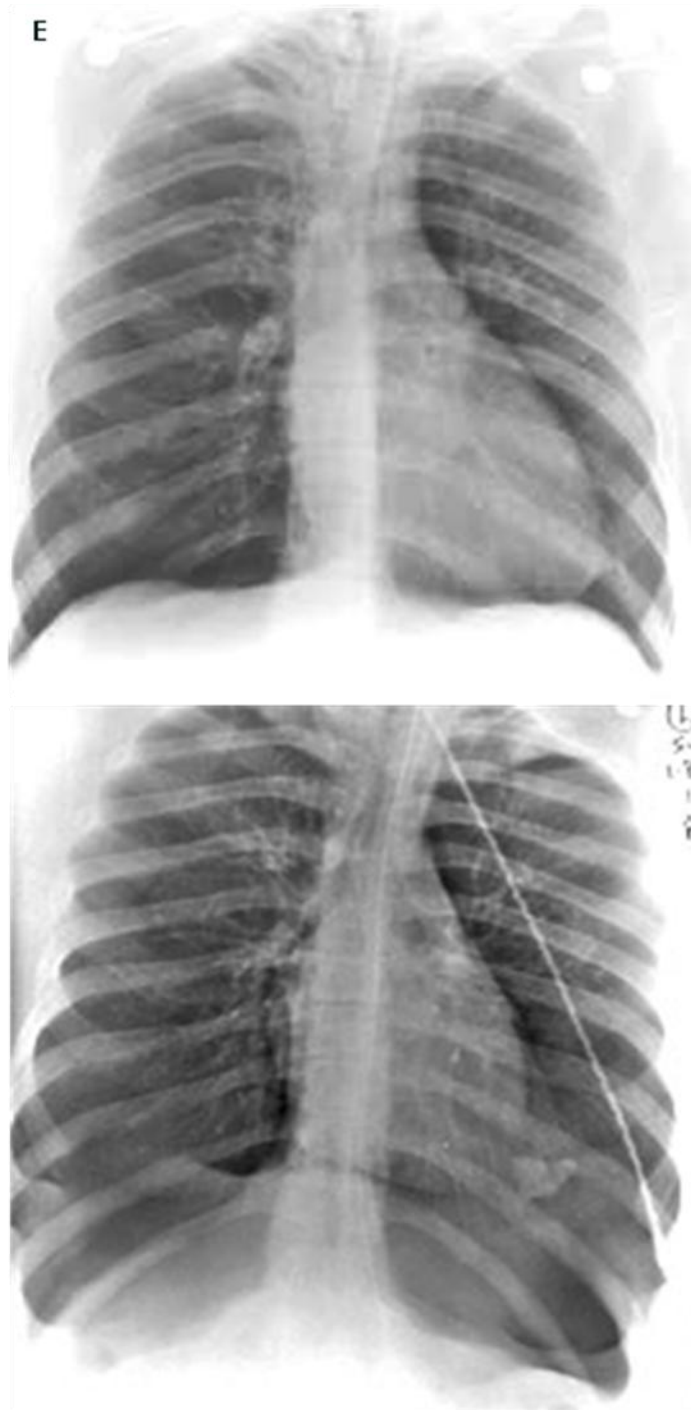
99. E. Paciente con Barotrauma. Arriba la radiografía inicial es normal. Debajo, tras desarrollar neumotórax bilateral la radiografía en decúbito muestra aire loculado en las porciones más altas del tórax, entre el borde anterior de los pulmones y el mediastino sobre el diafragma.
